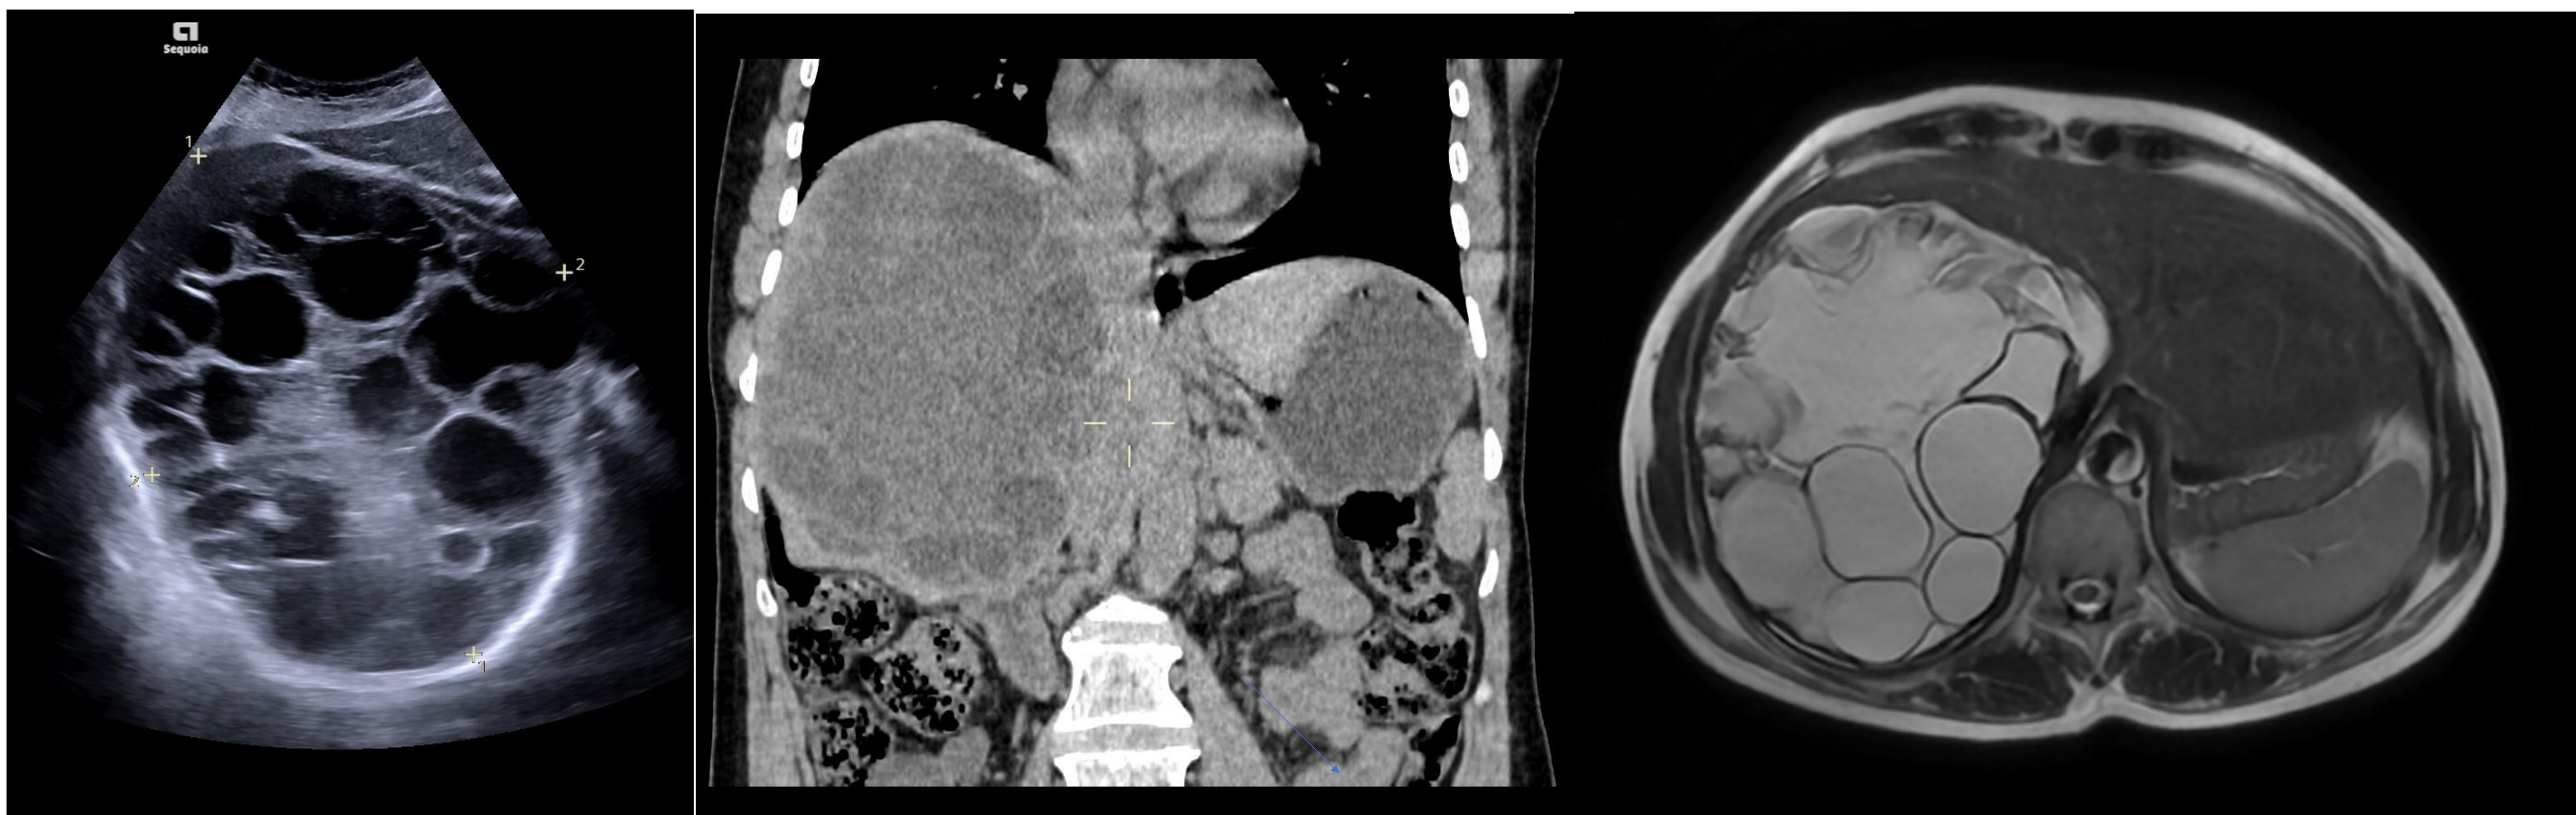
Quiste CE3b. a) Ecografía, b) TC y c) RM de paciente con voluminosa masa en lóbulo hepático derecho de naturaleza mixta sólido-quística, apreciando componente sólido y presencia de vesículas hijas.
